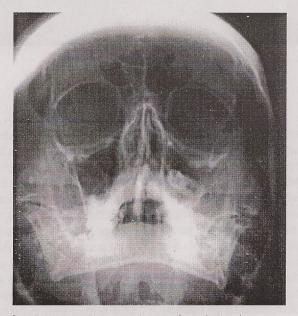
Radiografia póstero-anterior para seios maxilares (Waters)
